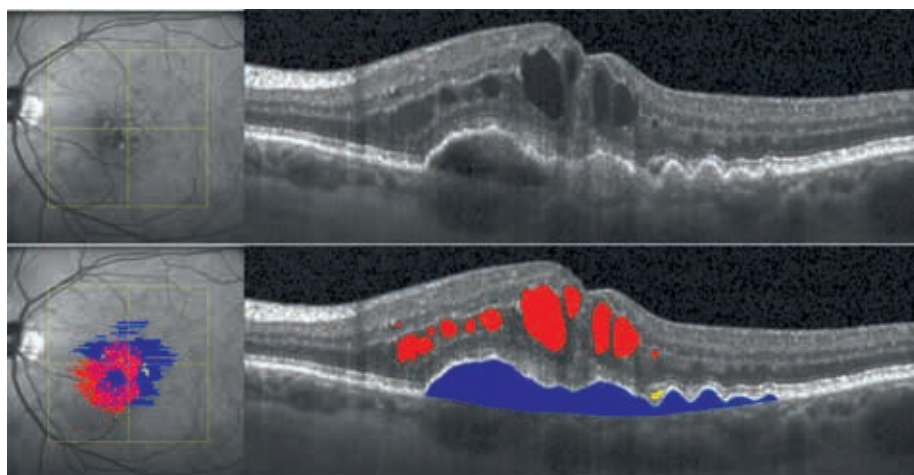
Erkennung von intraretinaler Flüssigkeit (IRF; rot), subretinaler Flüssigkeit (SRF; gelb) und Pigmentepithelabhebungen (PED; blau) durch Künstliche Intelligenz (KI) auf optischer Kohärenztomographie (OCT). Die genaue Segmentierung und Quantifizierung der Flüssigkeit ermöglicht ein präziseres Monitoring des Krankheitsverlaufs.
